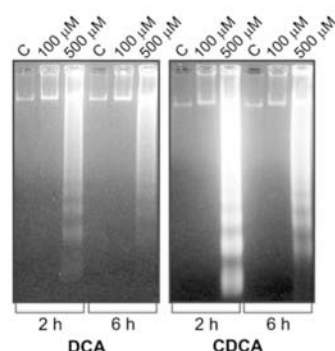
Chromosomal DNA fragmentation in DCA- and CDCA-treated BCS-TC2 cells. Exponentially growing BCS-TC2 cells were incubated with DCA or CDCA (100 or 500 μ M; C: untreated controls), and after 2 and 6 h, detached cells were collected and genomic DNA was isolated and analyzed as described in [Materials and methods](#) for nucleosomal fragmentation. Representative gels from three experiments are shown
